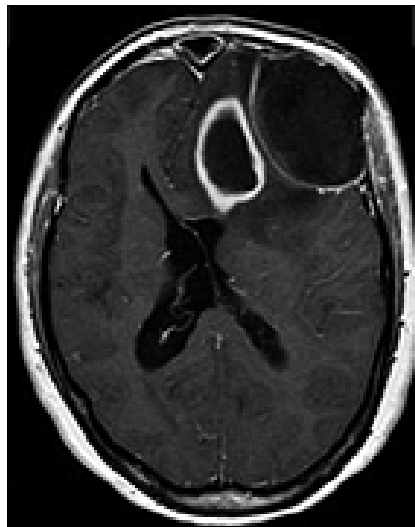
RM cerebral preoperatoria en T1 con gadolinium. Lesiones hipointensas homogéneas yuxtapuestas extra e intraxial fontales izquierdas, con captación periférica de contraste. Zona de edema perilesional y colapso del asta frontal del ventrículo lateral izquierdo. Leyenda: RM, Resonancia Magnética.
